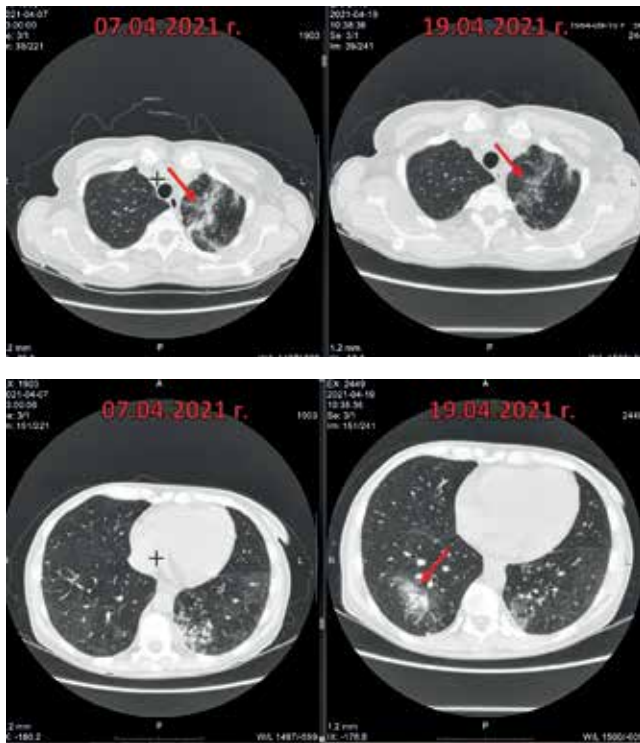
Пациентка Л. Динамика КТ ОГК от 07.04.2021 г. (слева) и 19.04.2021 г. (справа).
